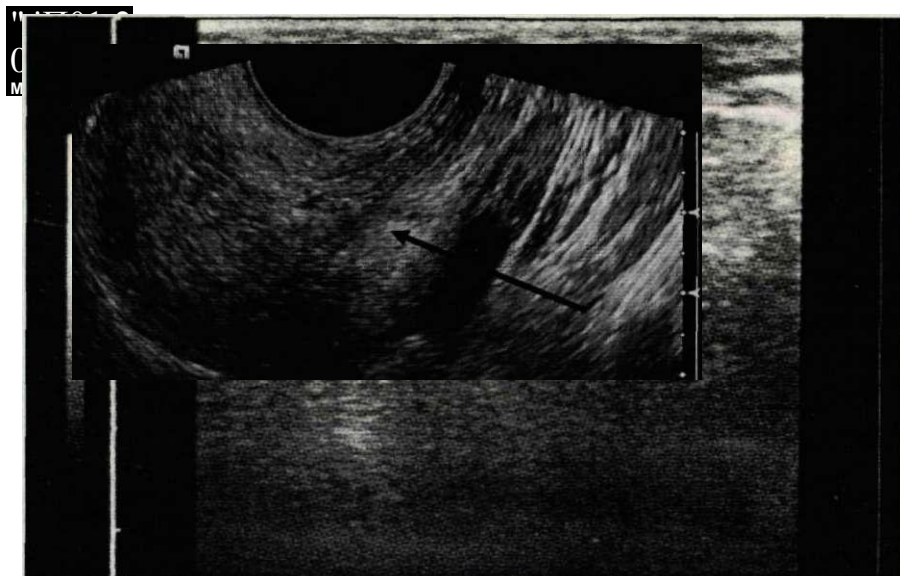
Ультразвуковая томограмма в В-режиме неизменной подъязычной слюнной железы.
